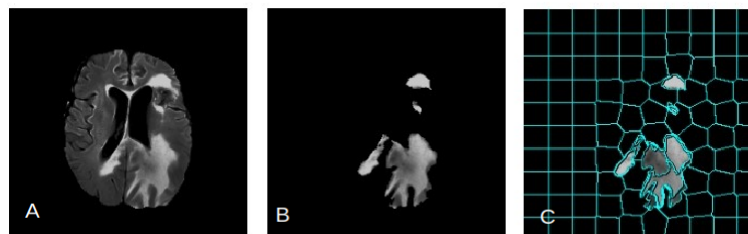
(A) Imagem do cérebro no modo FLAIR, (B) Lesão e (C) SLIC aplicado a lesão
